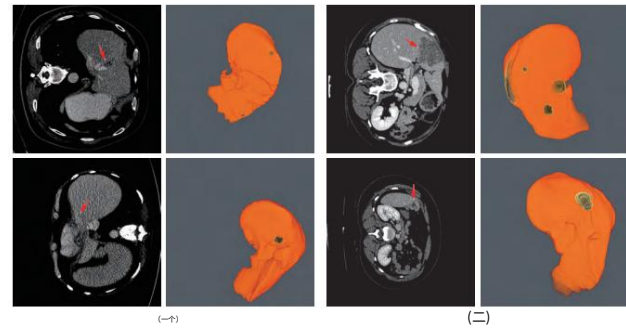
典型的 2D CT 扫描示例和肝脏/肿瘤提取的相应基本事实的 3D 视图,其中红色箭头表示肿瘤/病变区域。橙色区域表示肝脏,黄色区域内较暗的区域表示肿瘤。(a) 显示来自 MICCAI 2017 肝肿瘤分割 (LiTS) 数据集的两个切片。(b) 显示了来自 3DIRCdb 数据集的两个切片。
